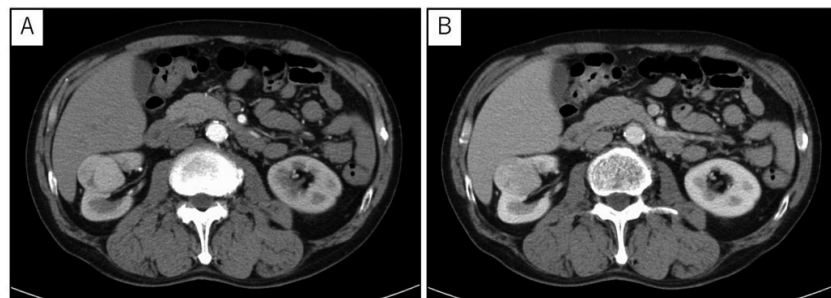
Abdominal enhanced CT scan shows right renal tumor with early enhancement in the arterial phase (A) and wash-out in the nephrographic phase (B).
